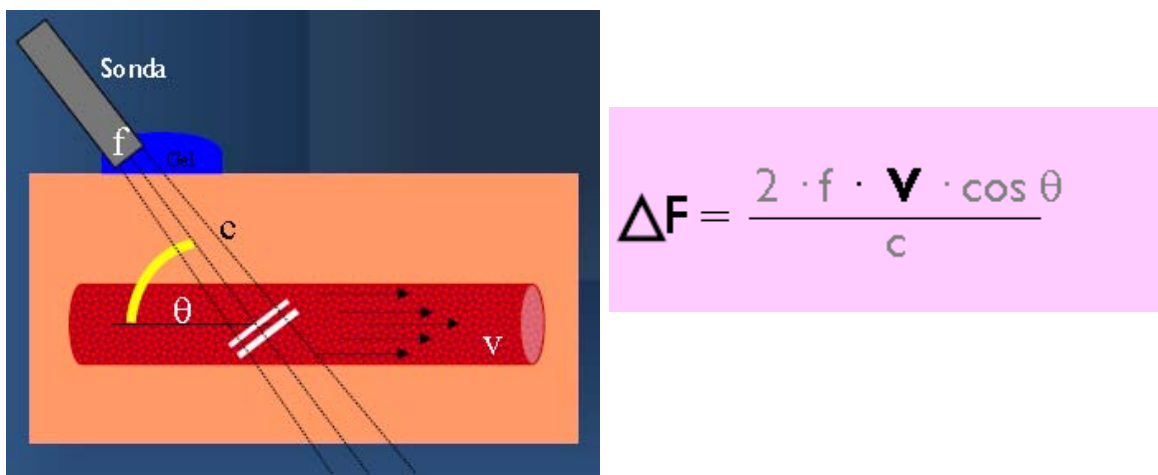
Representación esquemática del ángulo θ Doppler (derecha) y fórmula del Doppler (izquierda).
